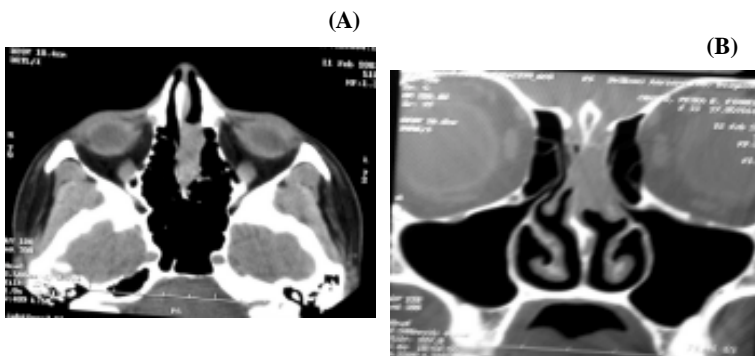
Tomografia computadorizada em corte axial (A) e coronal (B), mostrando lesão expansiva de meato superior com descontinuidade da lâmina cribiforme
